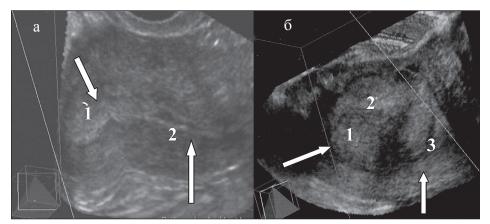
Трехмерная УЗ-томограмма высокодифференцированной аденокарциномы эндометрия: а: 1 – опухоль занимает 2/3 полости в поперечной плоскости; 2 – атрофичный эндометрий. Полость расширена; б: 1 – опухоль занимает всю полость; 2 – значительное утолщение срединных маточных структур; 3 – отчетливо визуализируется гипоэхогенный ободок, неровная граница (признаки инвазии)
